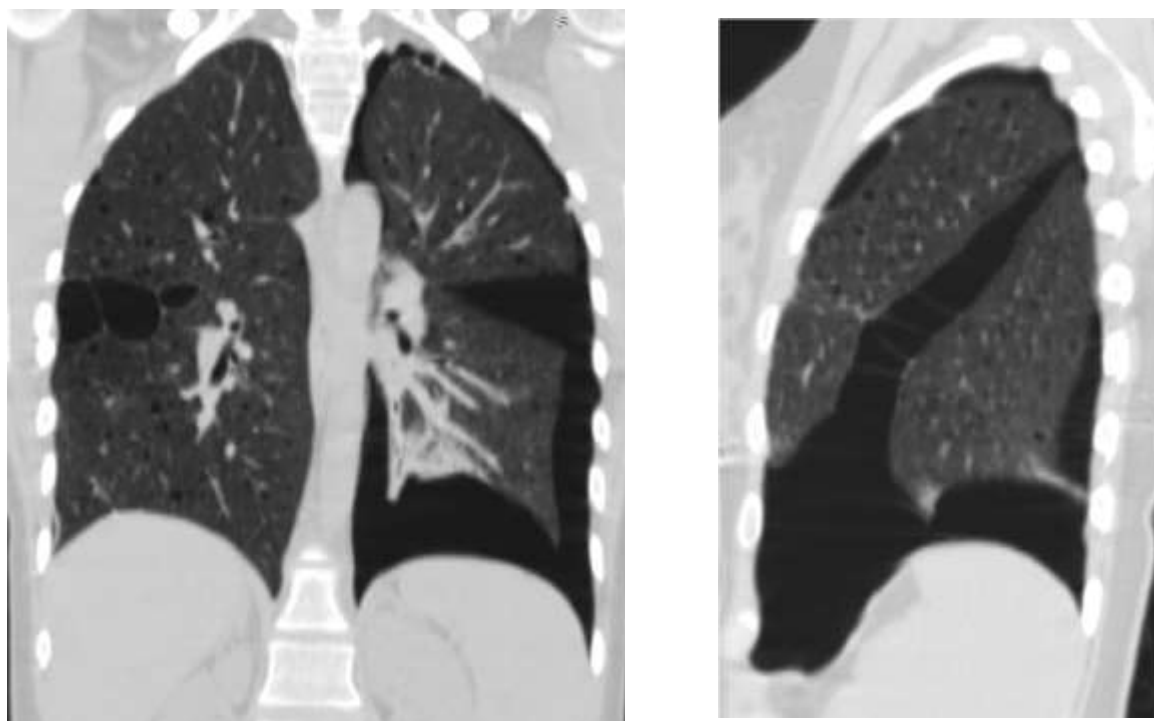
КТ картина легень в 2012 році у хворої з ЛАМ
